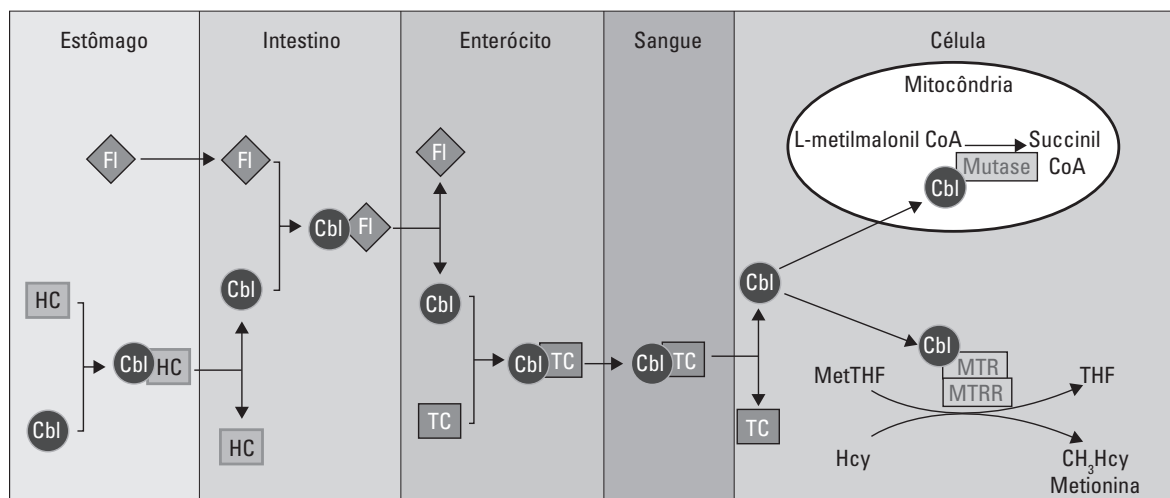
Metabolismo da cobalamina. Cbl: cobalamina; FI: fator intrínseco; HC: haptocorrina; Hcy: homocisteína; Met: metil; MTR: metionina sintase; MTRR: metionina sintase redutase; Mutase: L-metilmalonil CoA-mutase; TC: transcobalamina; THF: tetra-hidrofolato. Fonte: adaptada de van der Linden et al.⁴¹
